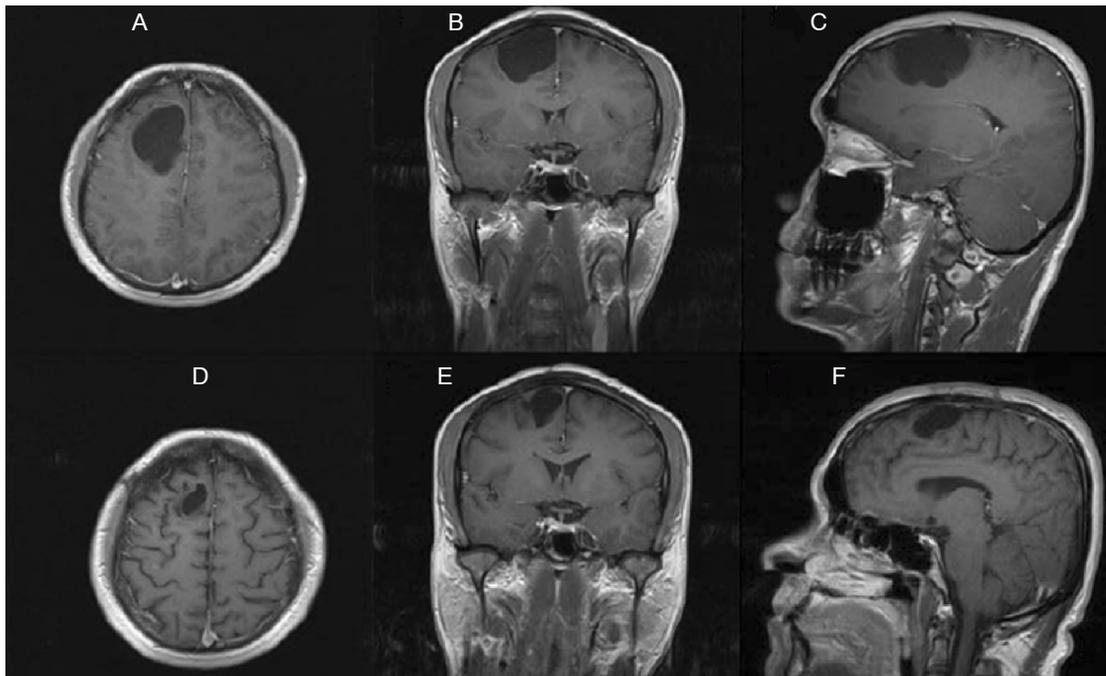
Estudio de resonancia magnética prequirúrgica ponderada en T1 contrastada en corte axial (A), coronal (B) y sagital (C); se aprecia una lesión quística frontal derecha con edema perilesional. Imágenes posquirúrgicas ponderadas en T1 contrastadas en corte axial (A), coronal (B) y sagital (C) que muestran cambios posquirúrgicos por craneotomía frontal derecha y disminución del tamaño de la lesión y del edema perilesional.
